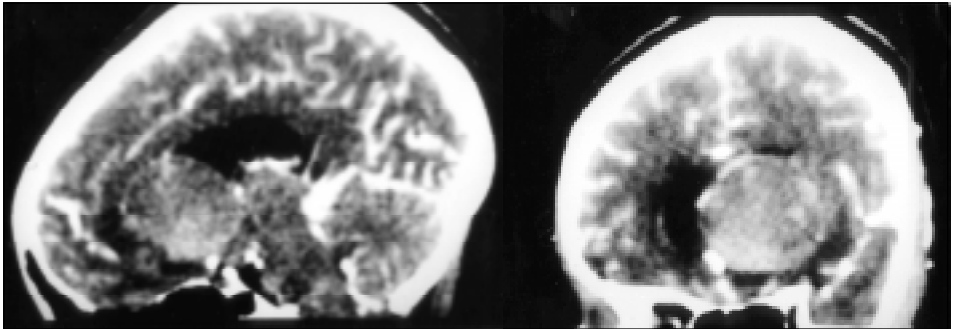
TC de crânio com contraste, mostrando lesão bem delimitada no corno frontal do ventrículo lateral esquerdo. Corte sagital, A. Corte coronal, B.
